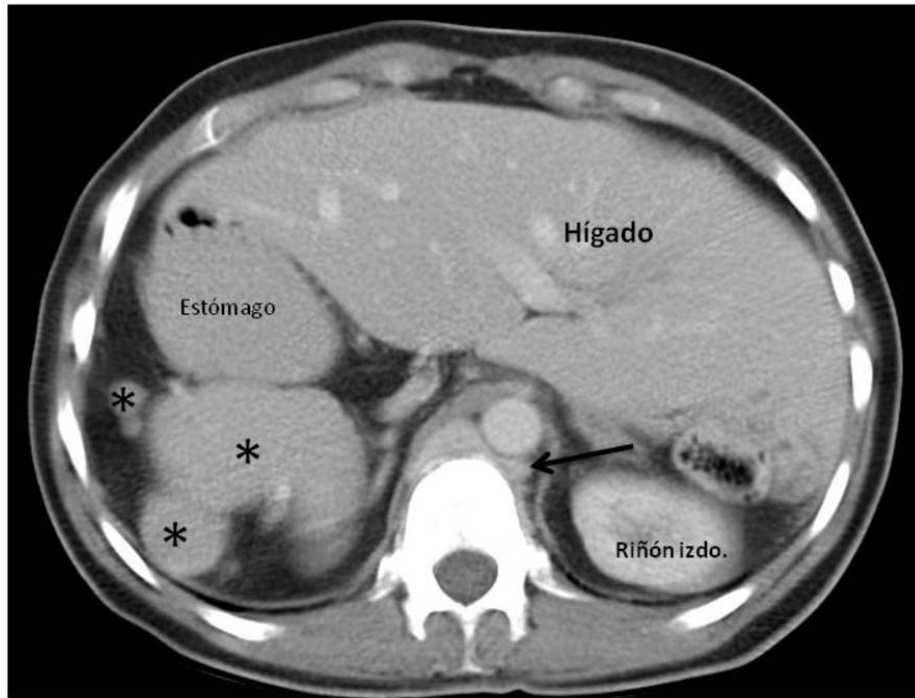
Corte axial de TAC abdominal en el que se aprecia un hígado localizado a la izquierda con el estómago y múltiples bazos accesorios (asteriscos) en el lado derecho. También se identifica la presencia de una vena renal izquierda retroaórtica (flecha).
